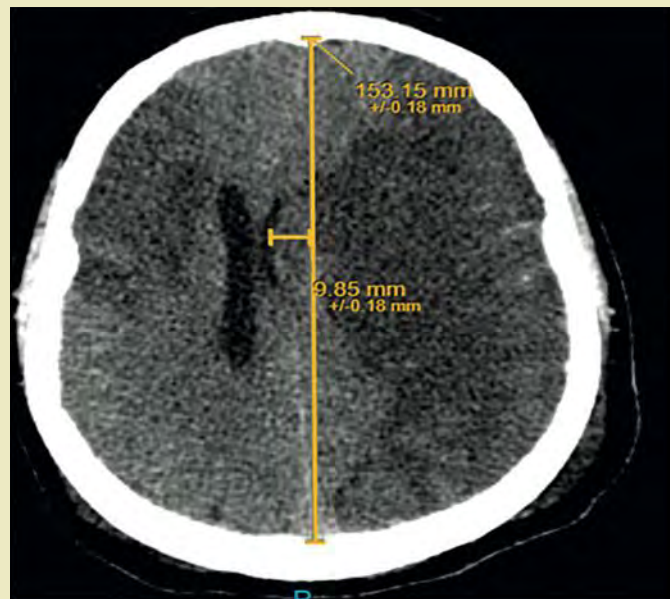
Tomografía de cráneo simple que presenta área hipodensa generalizada en territorio de arteria cerebral media izquierda que produce desviación de estructuras de línea media de 9.85 hacia la derecha.
